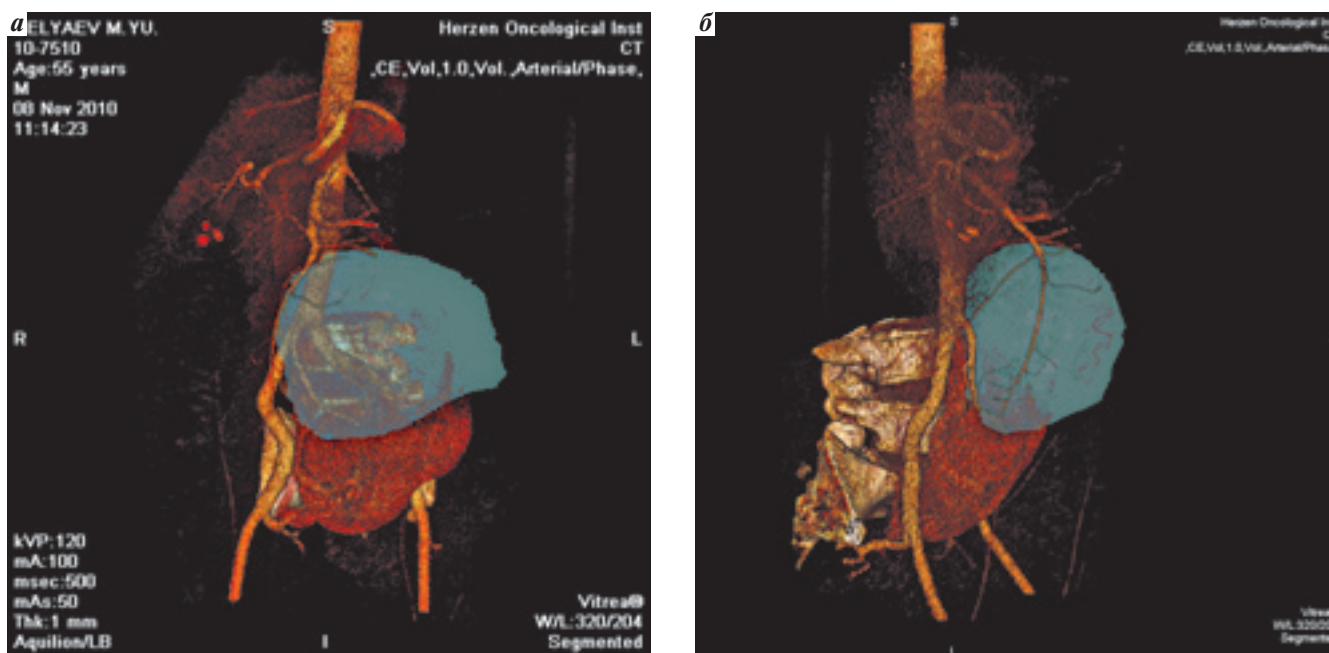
3D-реконструкция КТ-исследования у больного Б.: а — вид слева, б — вид справа
